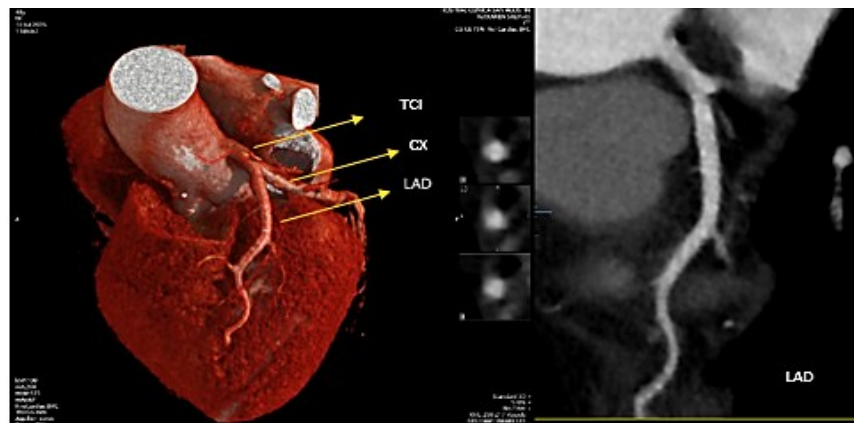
Angiotomografia coronária: à esquerda, evidencia-se ausência da artéria coronária direita e origem da artéria coronária esquerda; CX: circunflexa; LAD: artéria descendente anterior; TCI: tronco coronário esquerdo. À direita, ausência de estenose na LAD.
